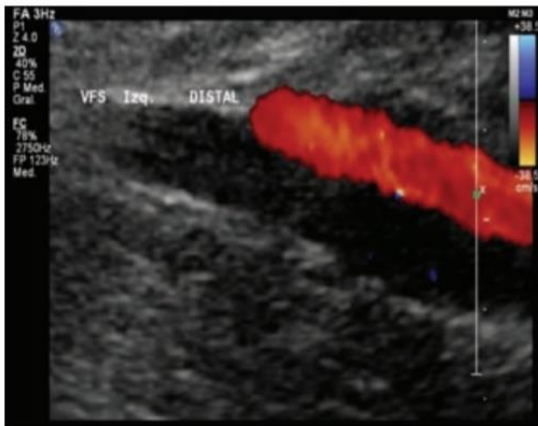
Vena femoral superficial: Doppler color, trombo hipoecóico, oclusión total del flujo. Trombosis aguda.
